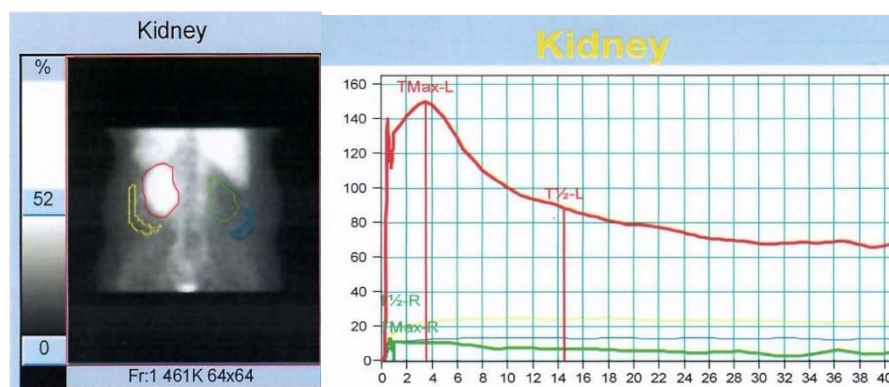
Динамическая нефросцинтиграмма (слева) и ренограмма (справа) при коралловидном камне справа с нарушением секреторной функции почки без обструкции
